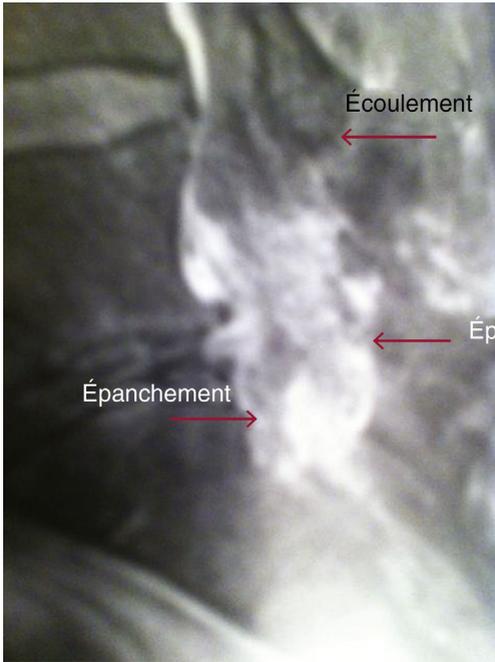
IRM postopératoire de hernie discale : écoulement purulent et épanchement intracanalair.
